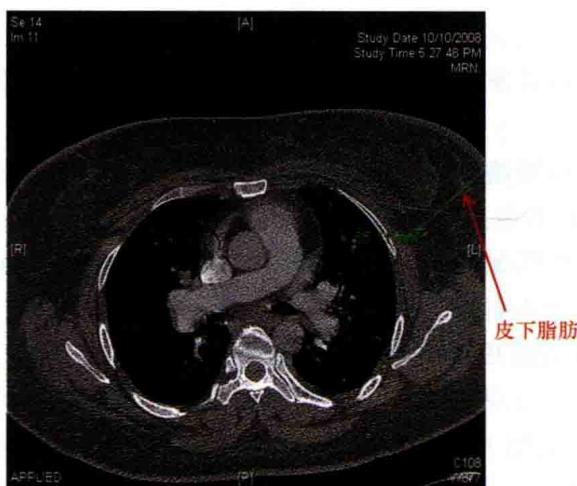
患者在本次血液透析血管通路手术前为行肺部病变检查而拍摄的胸部CT横断面图像
